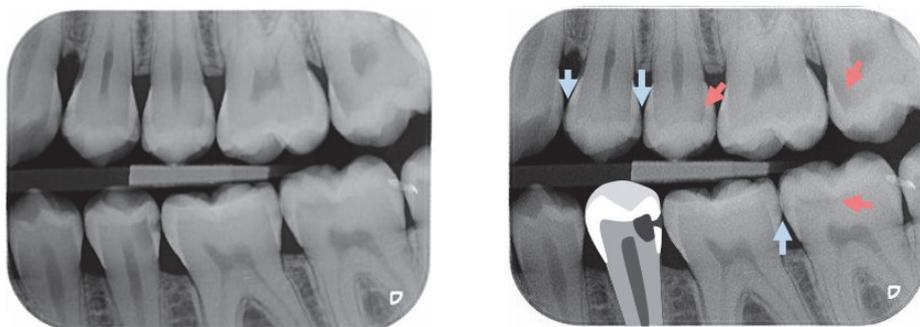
Caries interproximales visibles à la radiographie Bitewing
